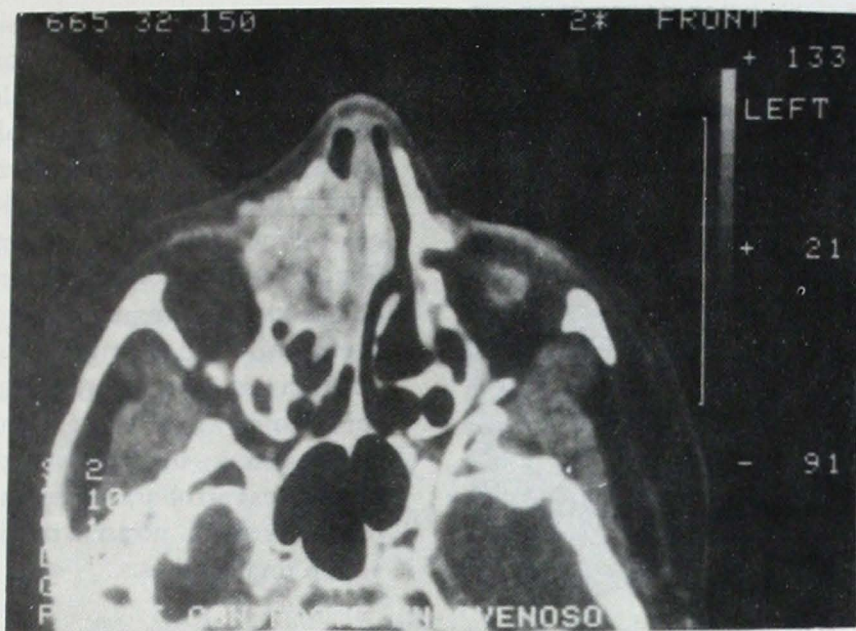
Tomografía computada contrastada del macizo facial en posición axial.
